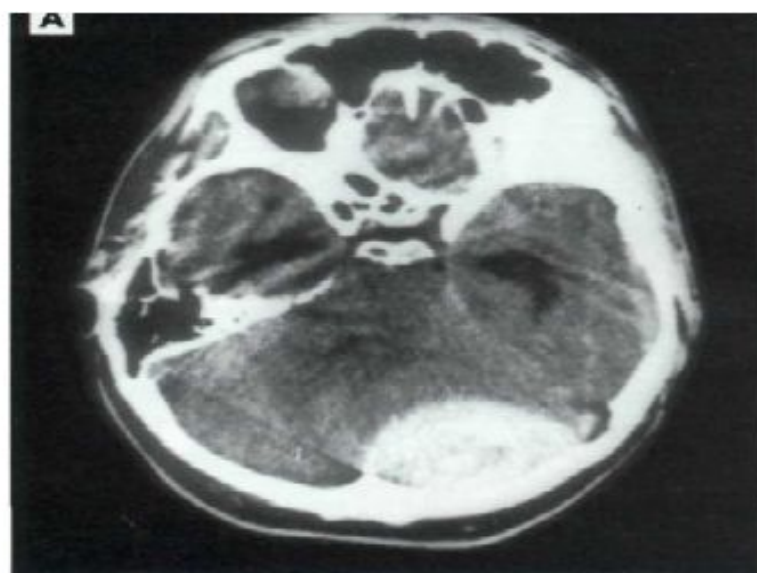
4. КТ динамика подострой эпидуральной гематомы задней черепной ямки с супратенториальным распространением. А, Б — до операции. Линзообразная гиперденсивная зона гомогенной структуры и четкими контурами, примыкающая к чешуе затылочной кости слева. Сдавление IV желудочка. Окклюзионная гидроцефалия с расширением III и боковых желудочков (Б). В, Г — через 10 сут после удаления гематомы. Полное расправление ранее сдавленного левого полушария мозжечка и визуализация IV желудочка (В). Регресс окклюзионной гидроцефалии (Г). Клиническое выздоровление.
